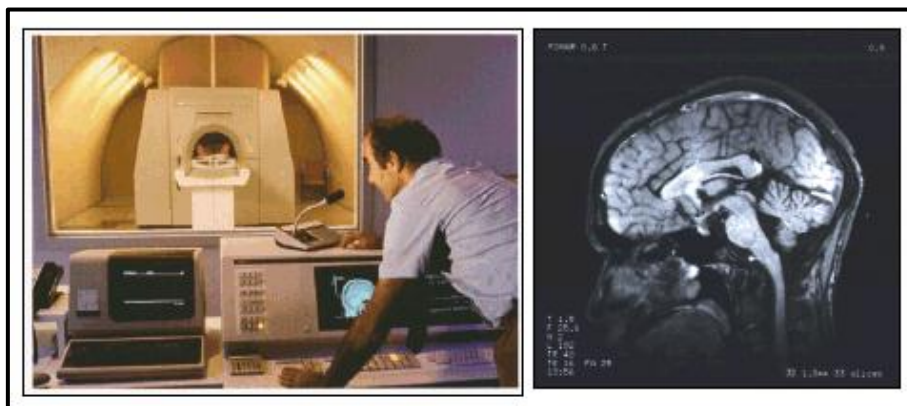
Exploración mediante resonancia magnética del cerebro humano
